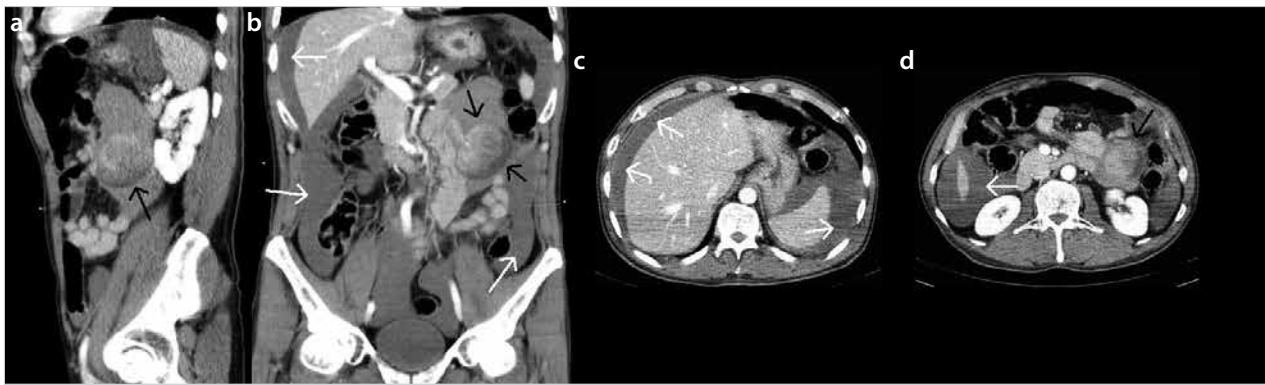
a-d. CT scan demonstrating a large heterogeneous mass with a non-uniform enhancement pattern in the jejunum (black arrows) and massive fluid in the peritoneal cavity (white arrows)
